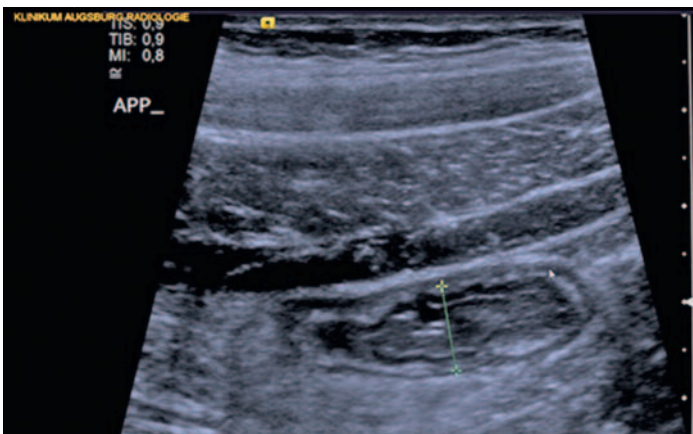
Sonografisches Bild der akuten Appendizitis im Längsschnitt
